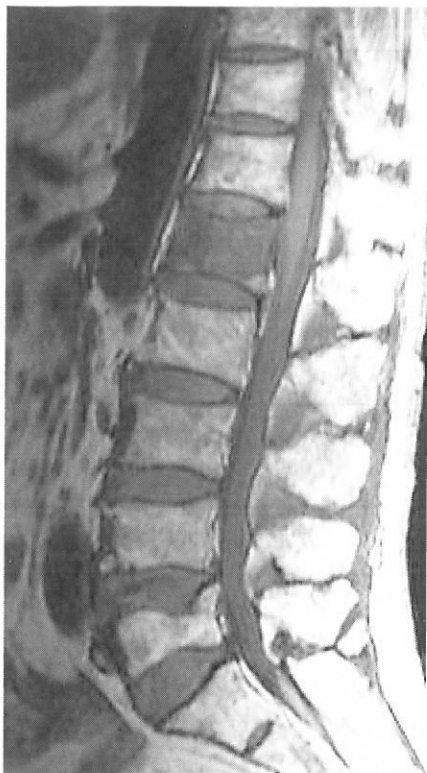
c MRI T1WI：第1腰椎は低信号，第5腰椎は等信号
